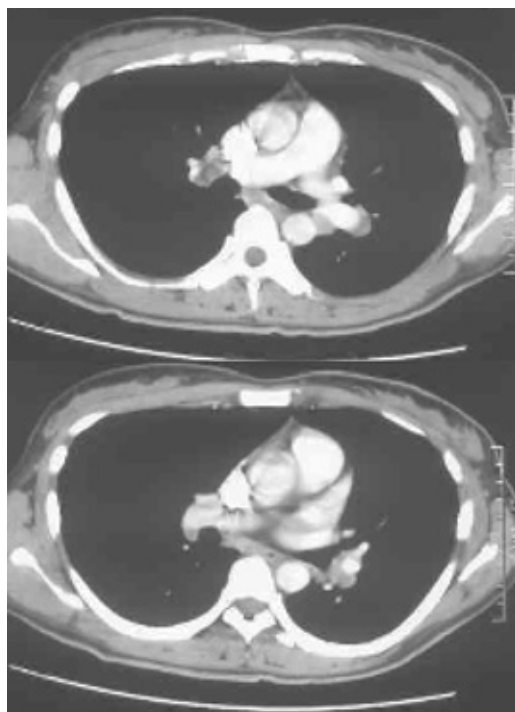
Chest CT scan shows hilar and mediastinal lymphadenopathy
